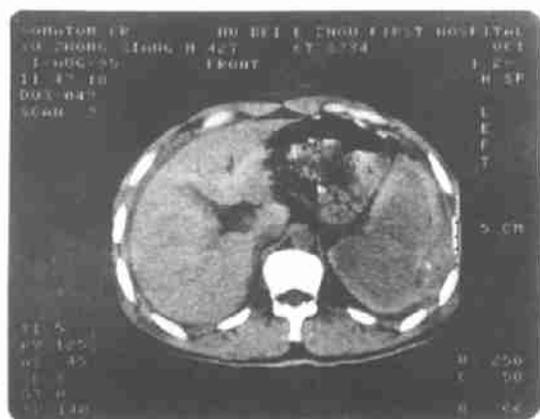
脾包膜下血肿,即“哨兵血块”征。脾周葱皮样高密度区,CT值为66HU。肝周弧形低密度区,为腹腔内积血。
